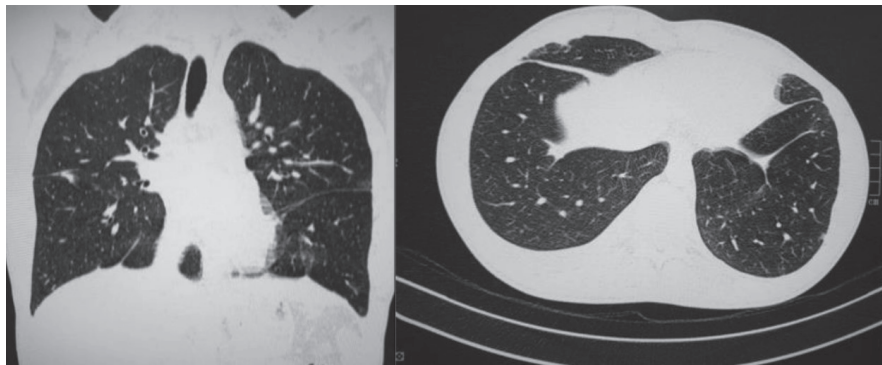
Признаки остаточной пневмонии S4 справа и S6, S10 слева, плеврита справа по результатам компьютерной томографии
